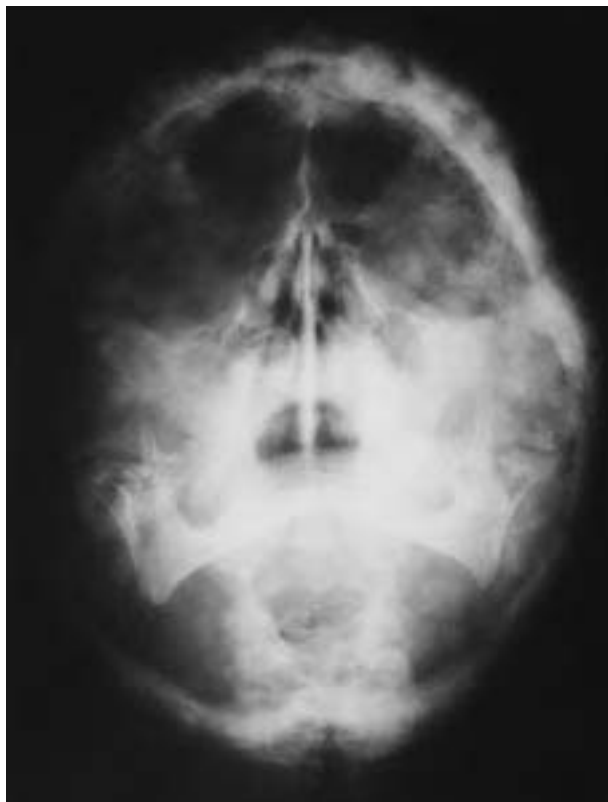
Radiografía de cráneo que muestra múltiples áreas radiodensas circunscritas y confluyentes (imágenes algodonosas), correspondiendo a la fase esclerótica.
